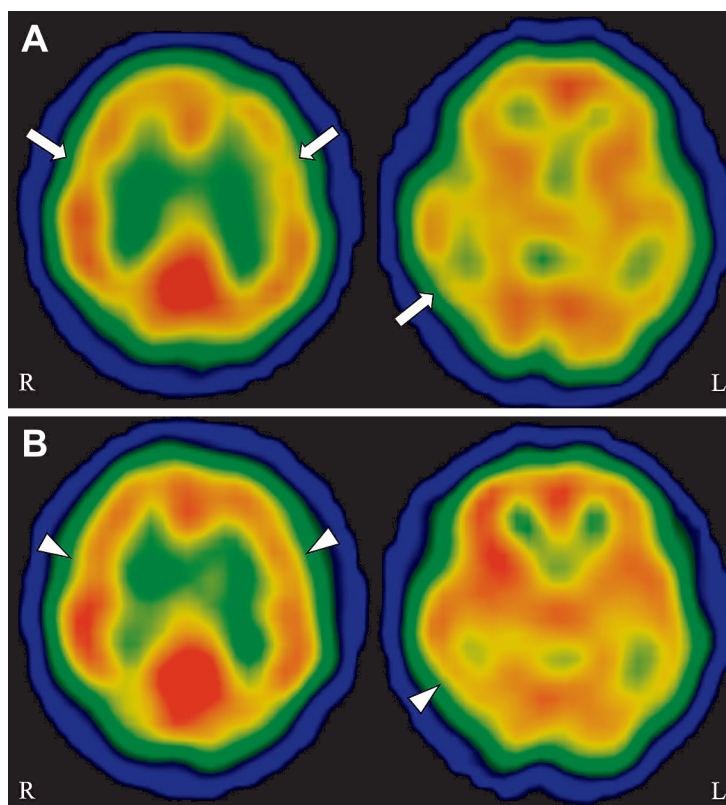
Brain perfusion SPECT findings.
